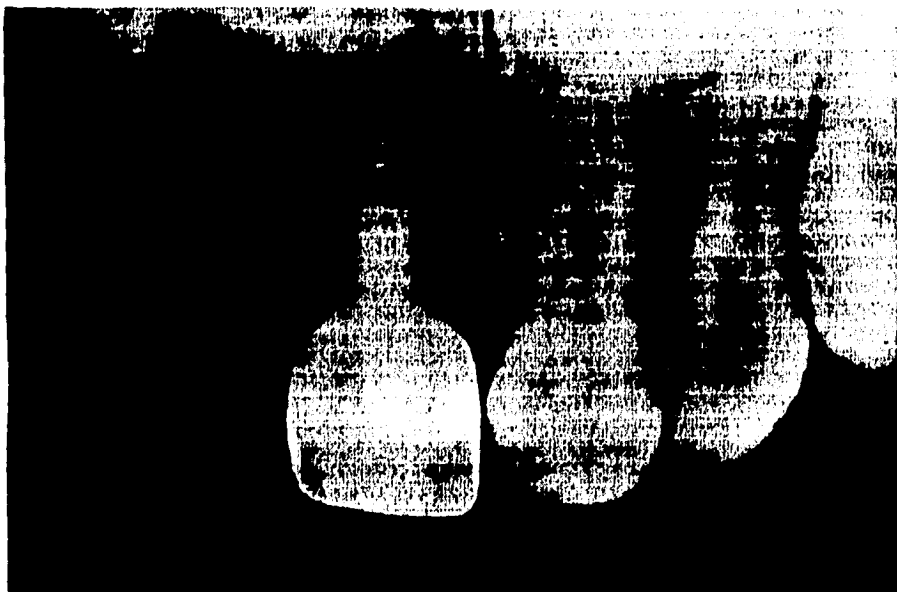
Radiografía tomada a los 10 días, donde se muestra la reabsorción total del Vitapex en la zona periapical.
